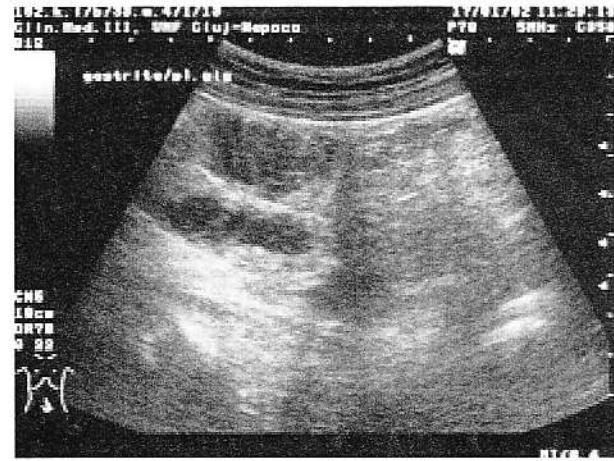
Ultrasonografia intestinului subțire. Anse intestinale destinsc, cu conținut fluid.
